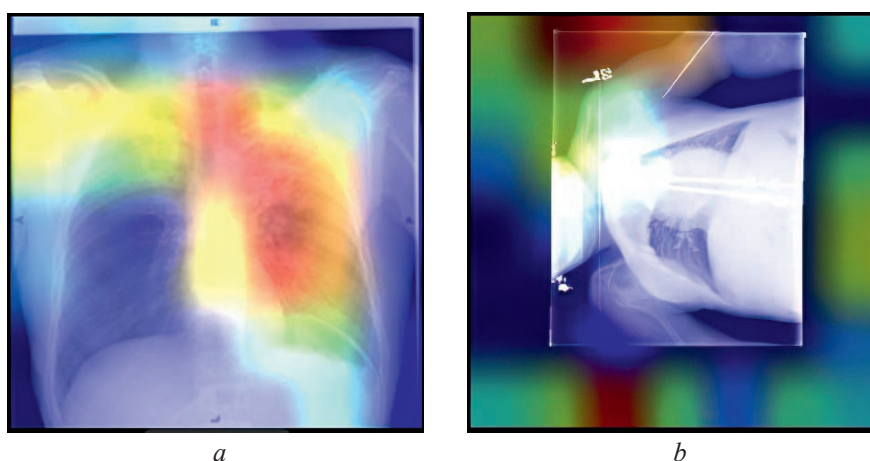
Тепловая карта областей интереса нейронной сети при определении модальности рентгенографического изображения лёгких: *a* – правильном; *b* – неправильном
